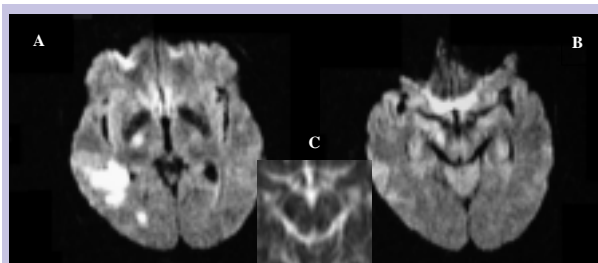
A e B. DWI, 13º dia, observando-se hipersinal ao longo do feixe piramidal direito (braço posterior da cápsula interna e pedúnculo cerebral). C. No mapa de ADC, ao nível do pedúnculo cerebral, verifica-se inversão de sinal.
